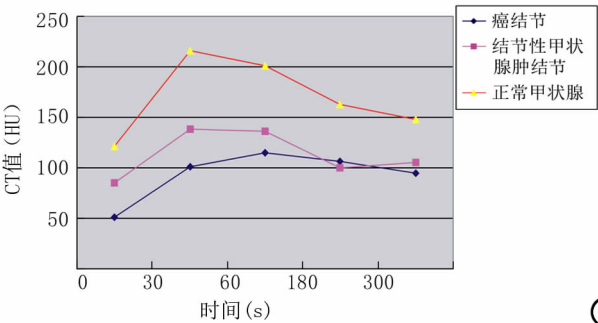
不同兴趣区 CT 动态增强时间-密度曲线。
